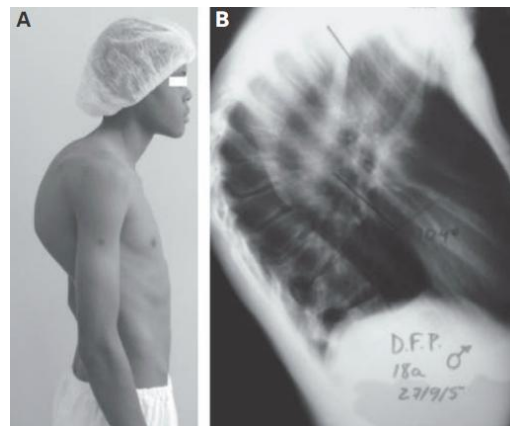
A) Indivíduo masculino de 14 anos de idade. B) Radiografia de perfil demonstrando cifose de 104° [15].
